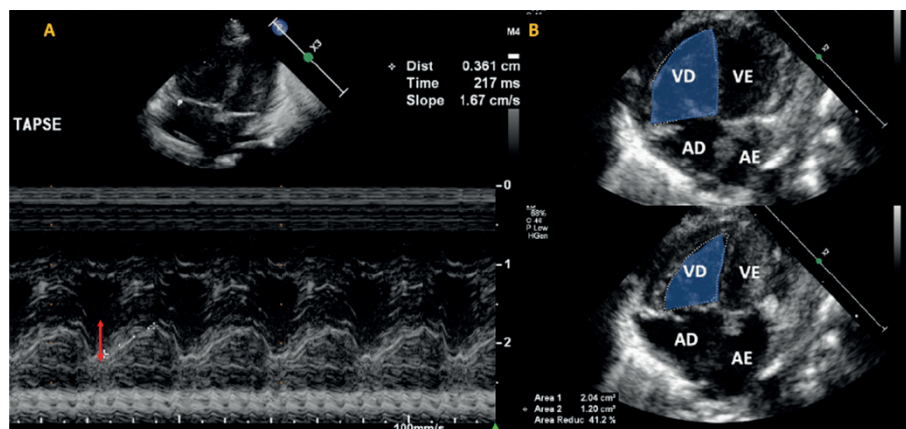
A: Plano apical 4 câmaras mostrando o Modo M da parede livre do VD, a seta vermelha mostra a movimentação sistólica do anel valvar tricúspide (TAPSE). B: Variação fracional da área do VD (FAC). VD: Ventriculo direito; VE: Ventriculo esquerdo; AD: Átrio direito; AE: Átrio esquerdo.
